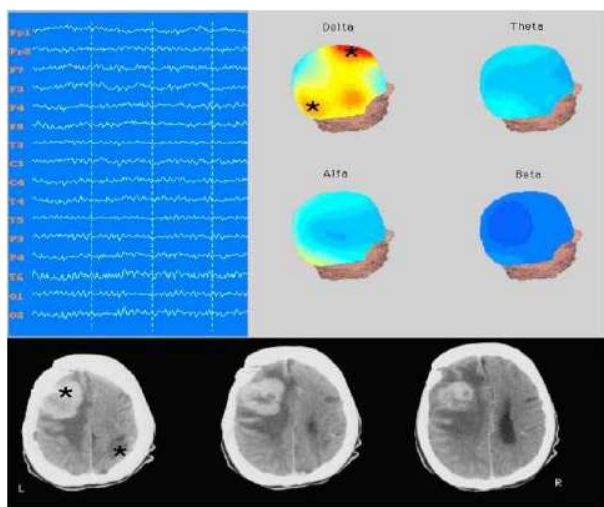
Despliegue de las señales EEG en bruto junto con su mapeo en bandas de potencia junto con información anatómica obtenida por Tomografía.
